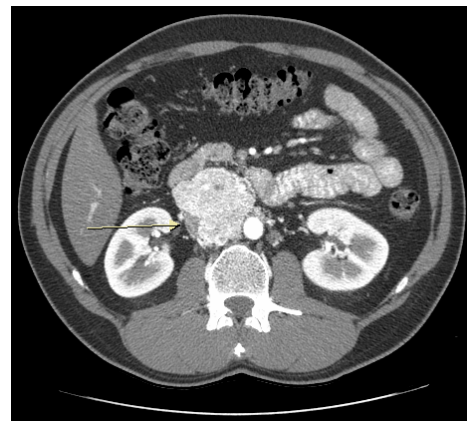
Компьютерная томограмма брюшной полости с контрастированием
